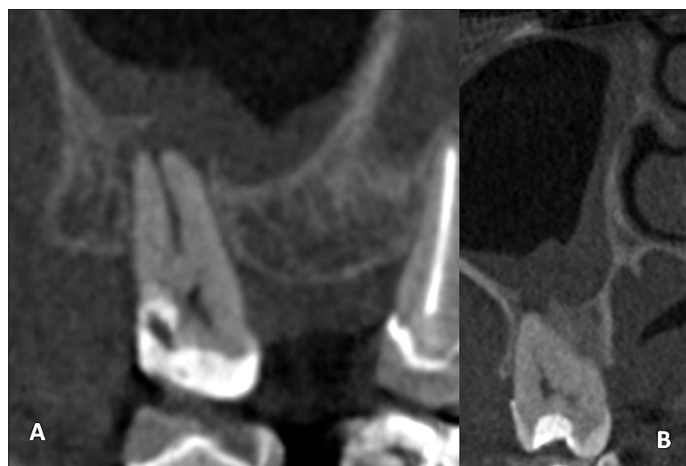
(A) Corte coronal de CBCT. Se observa mucosa del seno maxilar engrosada y comunicación con raíz mesiovestibular de diente 1.7. (B) Corte sagital de CBCT. Se observa conexión entre raíz mesiovestibular y seno maxilar.
